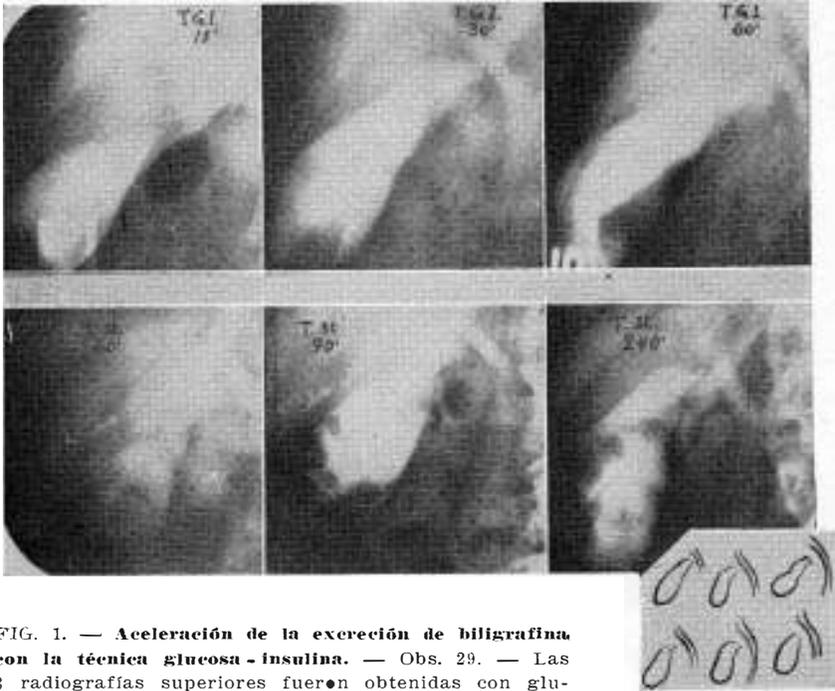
Aceleración de la excreción de biligrafina con la técnica glucosa - insulina. — Obs. 29. — Las 3 radiografías superiores fueron obtenidas con glucosa - insulina, a los 15', 30' y 60'. Las de abajo fueron obtenidas con la técnica standard, 60, 90 y 240', después de la inyección de biligrafina. A los 30' es perfecta la visualización de la vía biliar en la serie de glucosa - insulina. Una imagen de opacidad similar fue obtenida recién a los 90' con la técnica standard.
